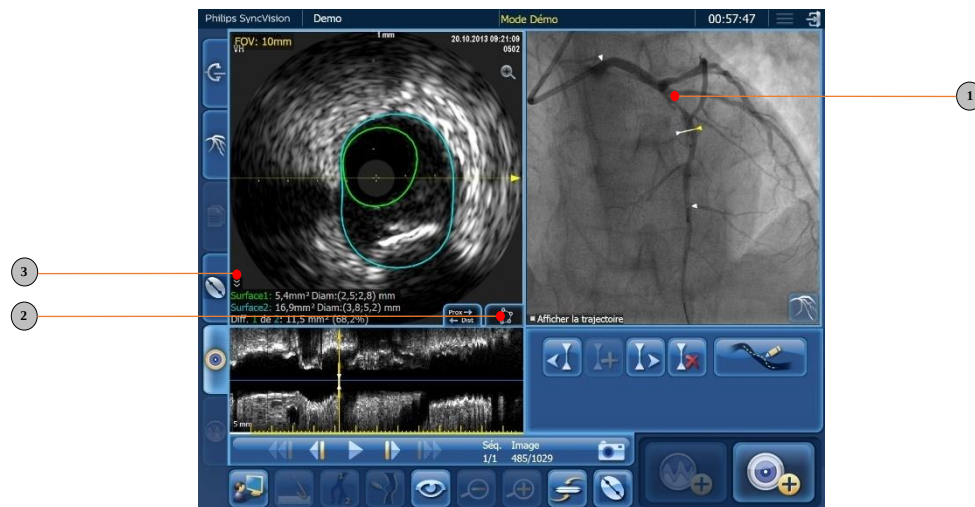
Signet d'ultrasons intravasculaires mesurés
